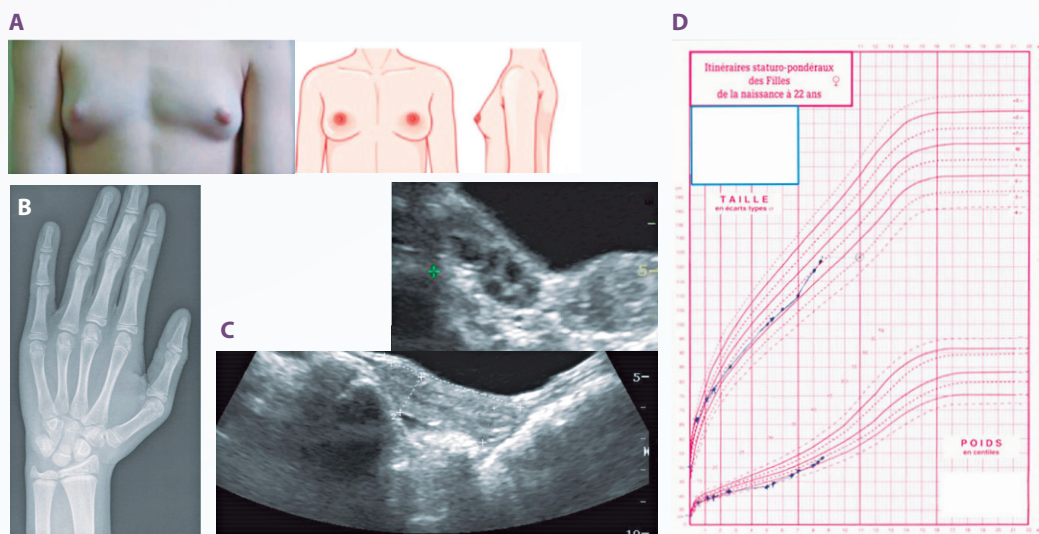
Curvas de crescimento e imagens radiológicas de uma menina com PPC, mostrando os primeiros sinais de início da puberdade aos 7 anos de idade, vistos aos 8 anos. (A) Mamas pontuando em M3 de acordo com os estágios de Tanner. (B) Radiografia do punho mostrando avanço ósseo *versus* idade cronológica (11 anos *versus* 8 anos). (C) Ultrassonografia pélvica por via abdominal mostrando alongamento, aumento ($45 \times 28 \times 13$ mm) e maturação do útero (imagem inferior esquerda) e aumento de tamanho ($14 \times 23 \times 11$ mm) e volume (1,8 mL) do ovário direito (imagem superior direita). (D) Curva de crescimento mostrando aceleração da velocidade de crescimento
